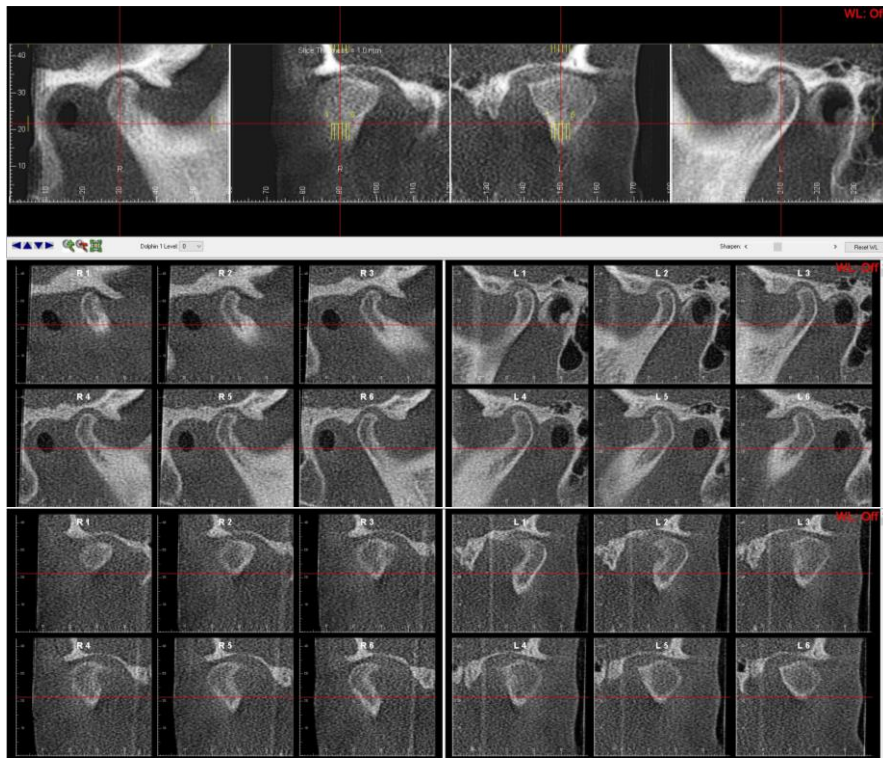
КТ ВНЧС пациента.
